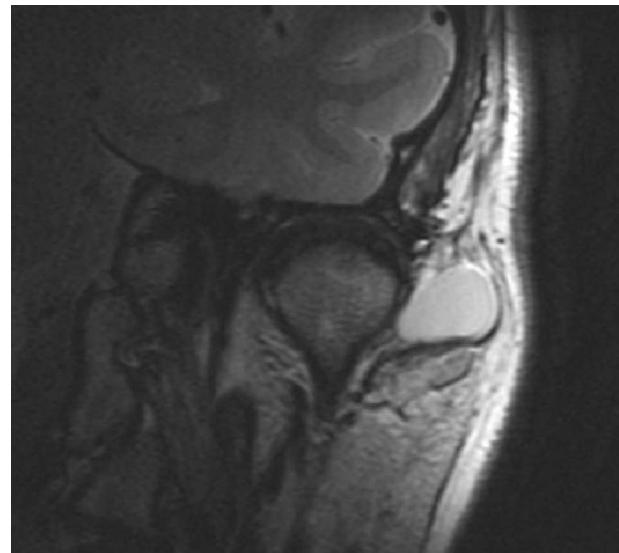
Reconstrucción coronal en RM. Lesión quística pediculada, dependiente de articulación temporomandibular izquierda de 1,8 x 1,7 x 1,4 cm.
